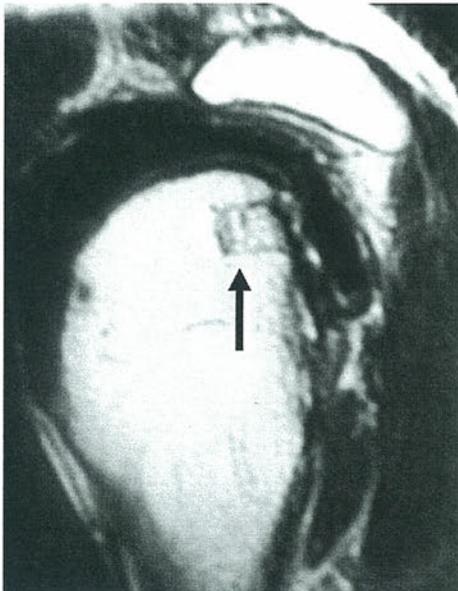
上腕骨への鏡視下骨移植術後1年時MRI(T1強調画像)移植した骨片の骨癒合が認められた(矢印)
